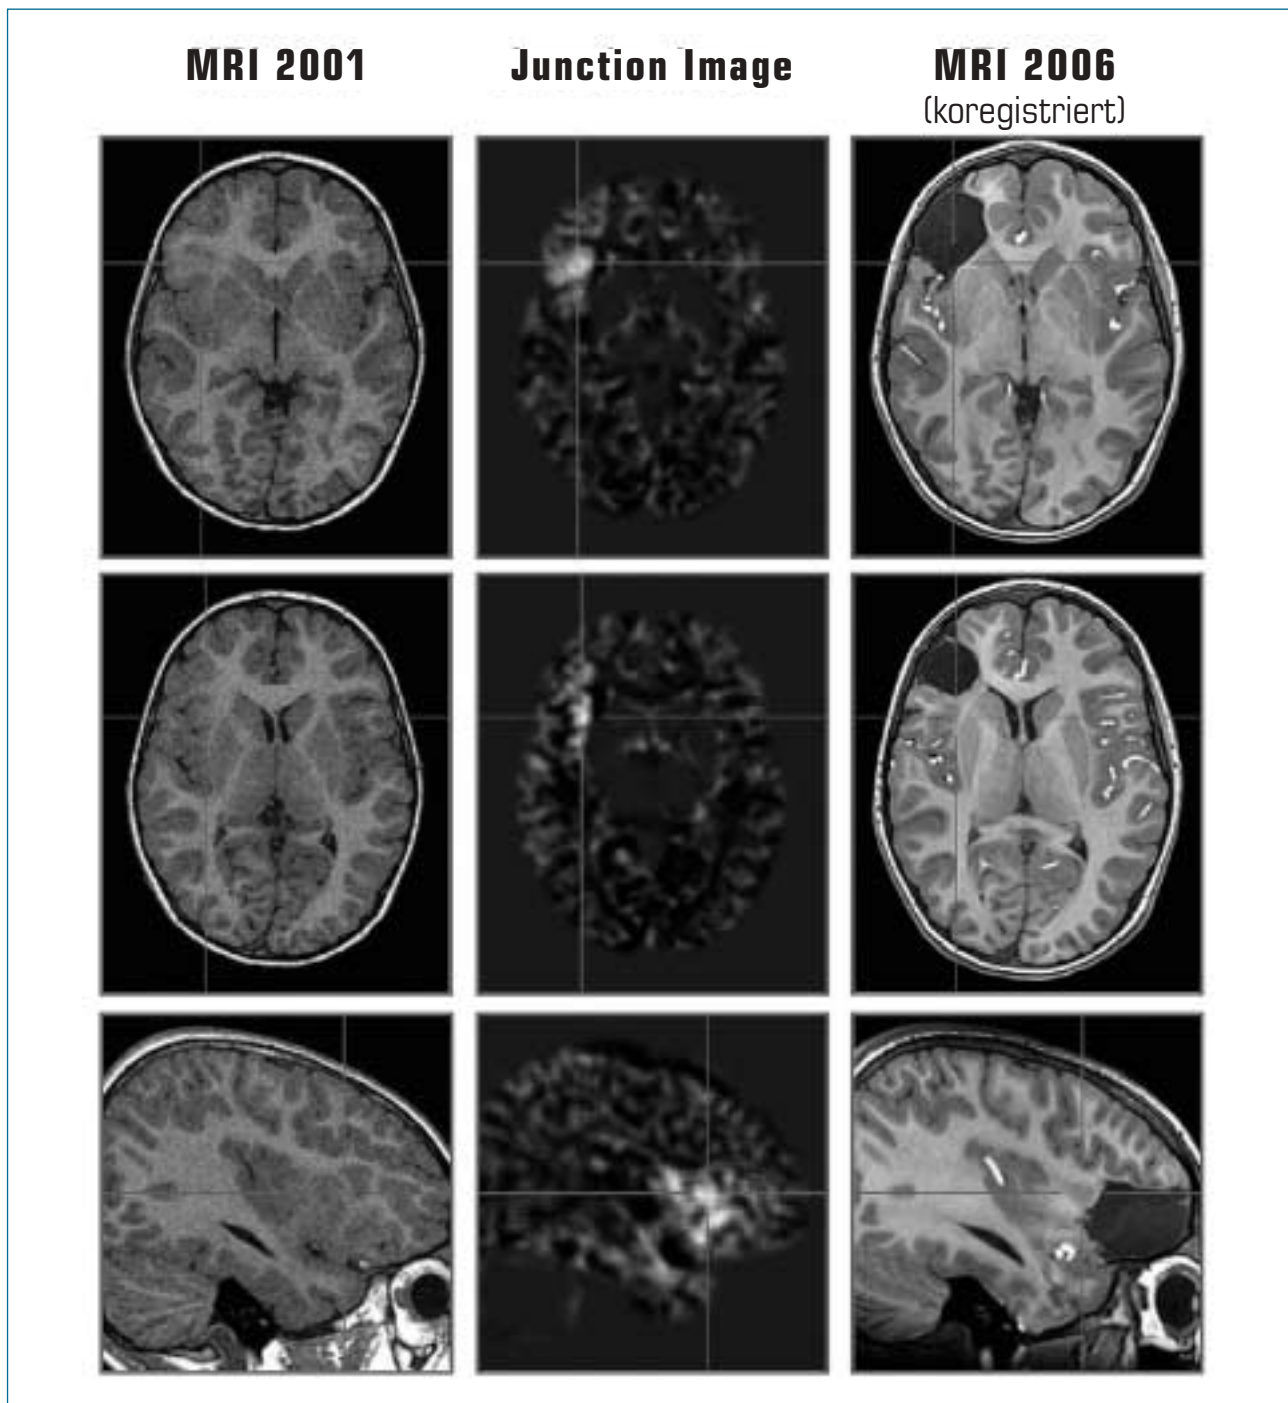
Morphometrische MRI-Analyse 07/2006: Von den 3 neuen, auf Basis des MRI von 2001 berechneten Merkmalskarten zeigt das Junction-Image eine deutliche Mark-Rinden-Unschärfe frontal rechts mit Ausdehnung in die anteriore Insel. Die Koregistrierung mit dem postoperativen MRI von 2006 demonstriert, dass dysplastischer Kortex jenseits der Resektionsgrenzen verblieben ist.
